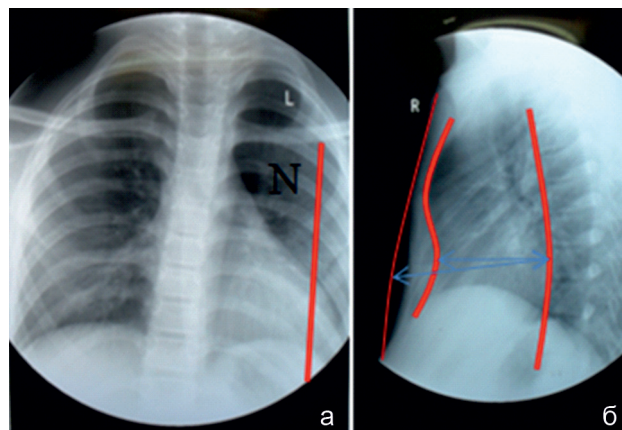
Рентгенограммы грудной клетки в прямой и боковой проекции пациента Ш., 10 лет. Диагноз: врожденная симметричная субкомпенсированная воронкообразная деформация грудной клетки II степени: а – смещение сердца влево II степени; б – индекс Gизыцка 0,7
